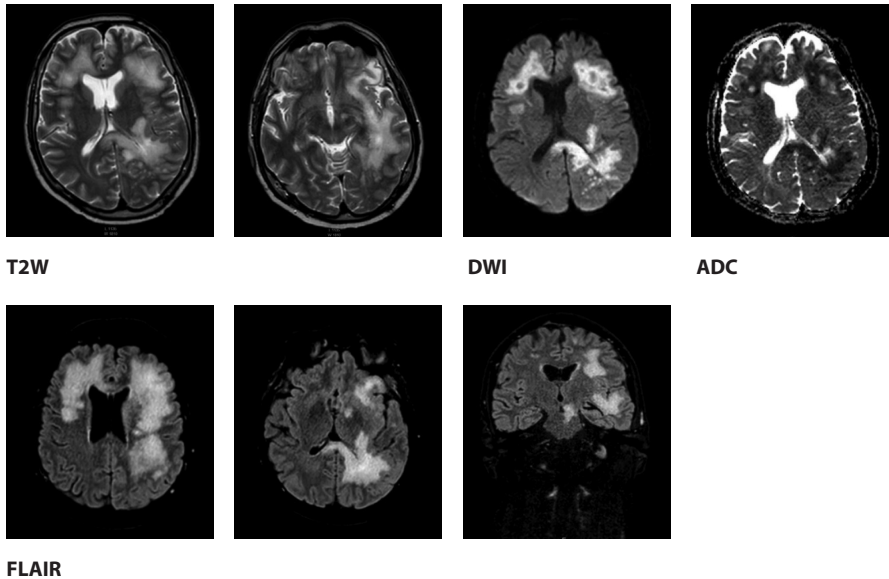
МРТ ГМ от 14.08.2023
